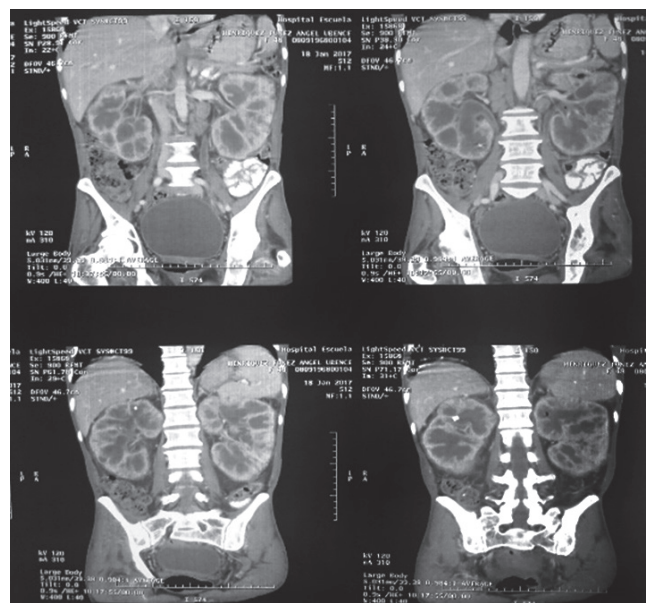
Tomografía Toracoabdominal.
